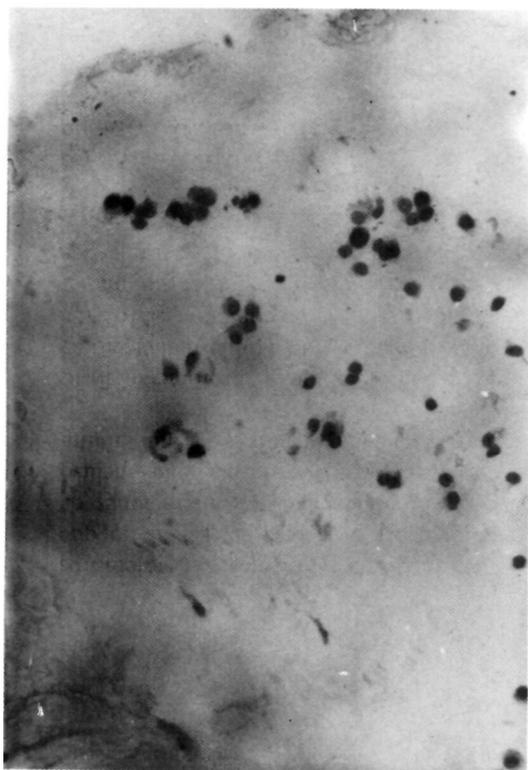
Conejo sacrificado a los tres días. H.E. (20 X), (Autorradiografía): La captación de timidina triptiada es rica tanto en superficie como en profundidad.
